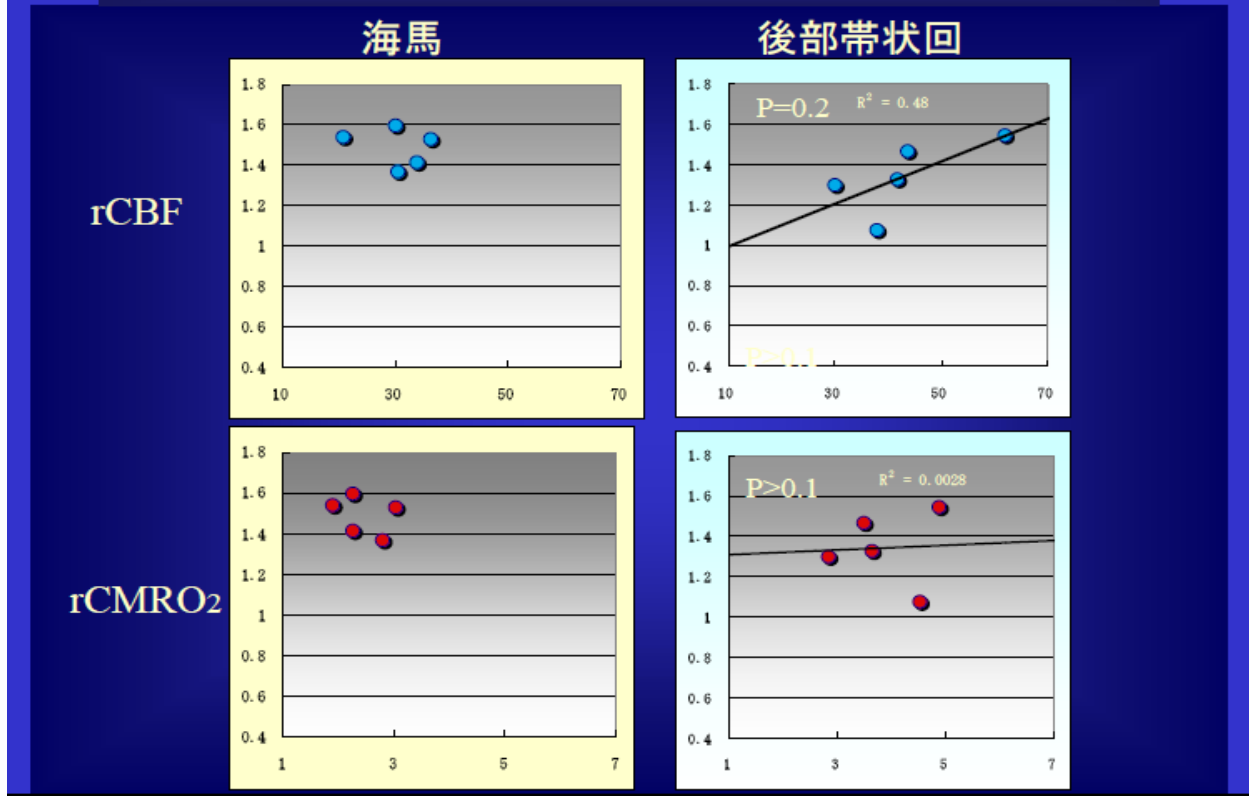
脳血流・酸素消費量とMRIの灰白質/小脳 信号強度比の関連2
